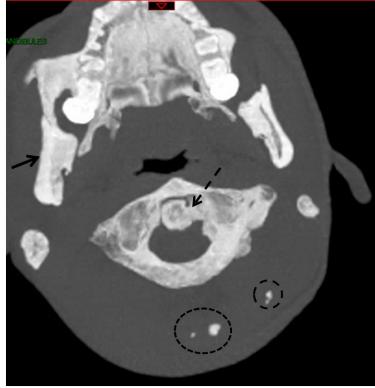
CT Scanner de la tête de patient avec FOP. Calcification de m. masséter droit (flèche pleine). Calcification de ligament alaire gauche entre vertèbres C1-C2 (flèche avec tirets). llots de calcifications ectopiques dans la nuque, para-médian et latéralgauche (ronds avec tirets).
